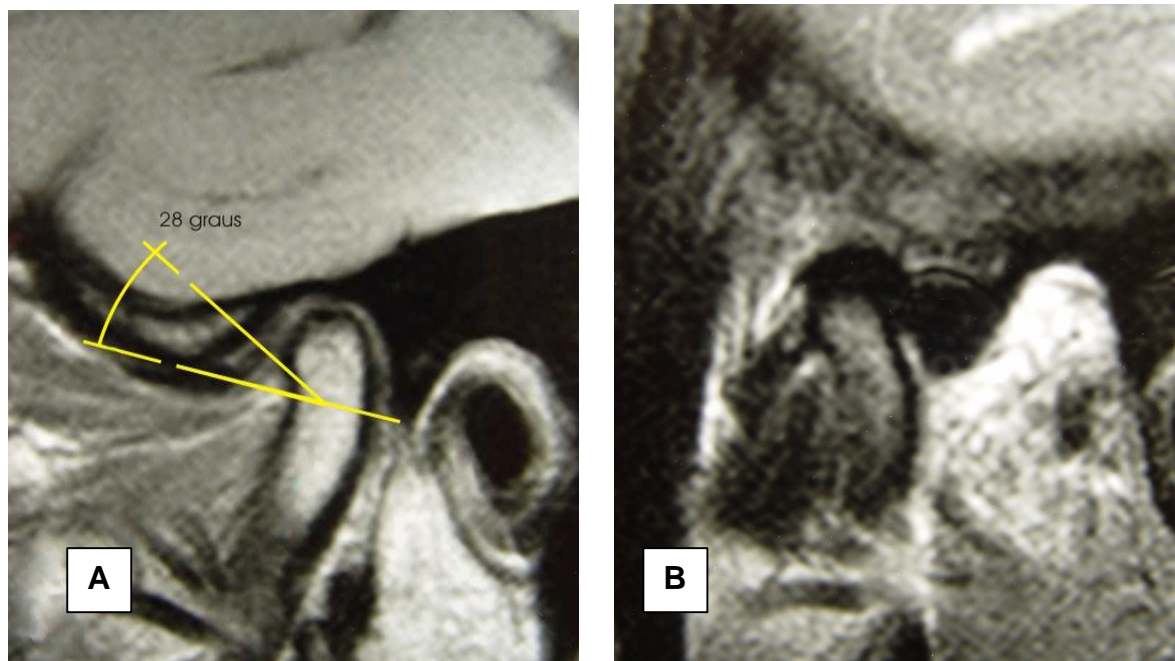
RM em cortes sagitais da mesma ATM mostrada nas Figuras 6.25 e 6.26 (Paciente 13), nas posições de boca fechada (A) e aberta (B), evidenciando deslocamento anterior do disco com redução. Em (A) pode-se notar a banda posterior do disco situada a 62° (90° menos 28°) da linha de referência central no côndilo
